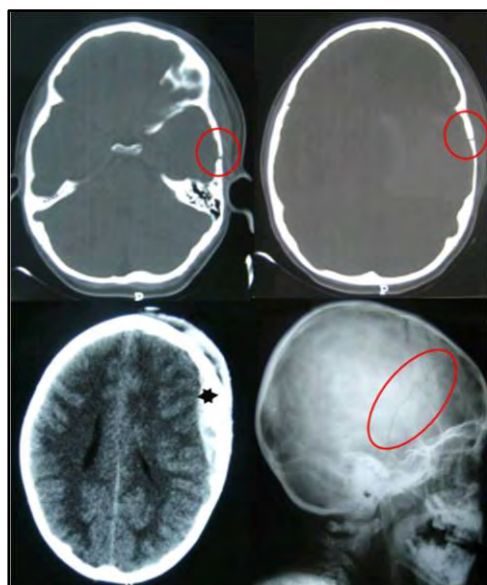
(A) y (B) Tomografías axiales computada (TAC) con ventana ósea donde se evidencia una fractura (círculos) clase II. (C) Hematoma extradural subyacente a la fractura (asterisco negro). (D) Radiografía de cráneo objetivando trazo fracturario (círculo rojo) de la misma (fractura clase II).
